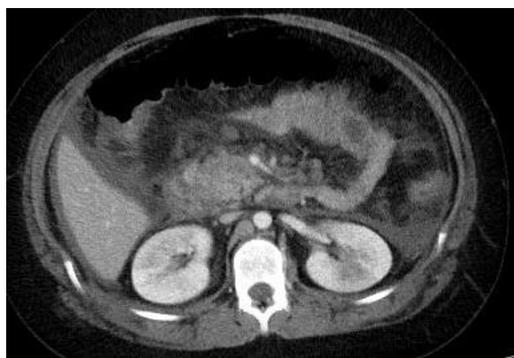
Tomografía abdominal
